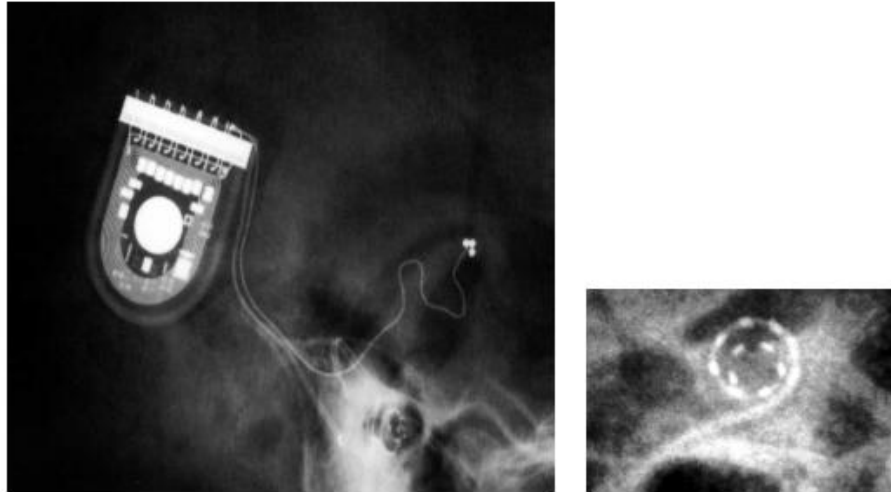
Radiografía de un Implante Coclear (izquierda). Detalle de la guía de electrodos(derecha).*
